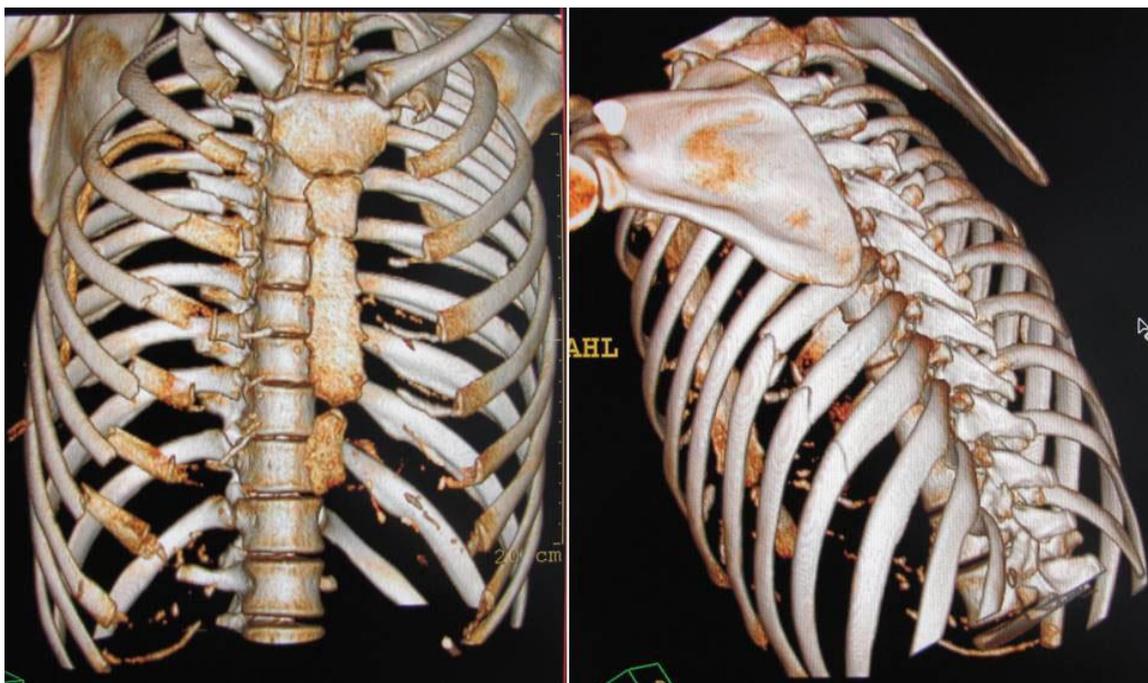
Компьютерная томограмма грудной клетки (режим 3D-реконструкции) пациента С., 26 лет, история болезни № 22773131. Множественные переломы ребер с двух сторон, перелом правой ключицы.
